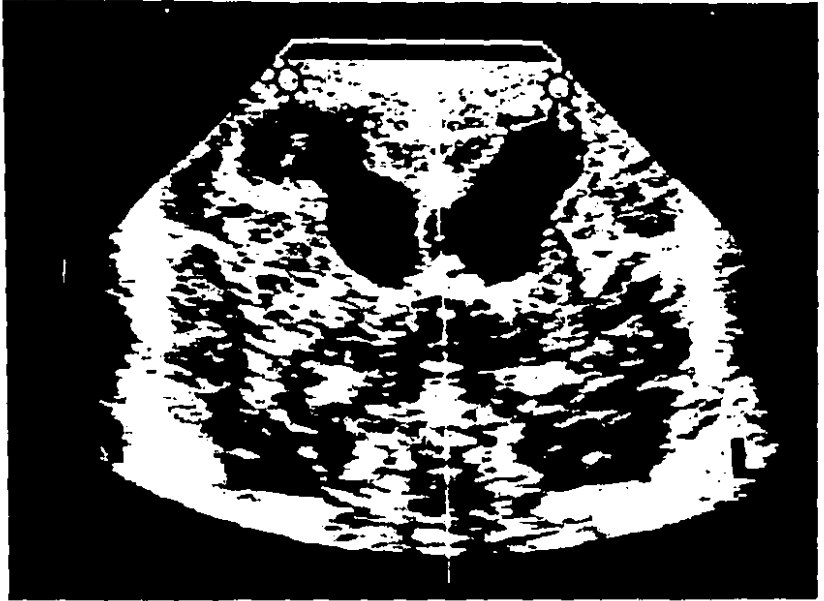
Hemorragia de la matriz germinal severa según ultrasonografía (flechas)
